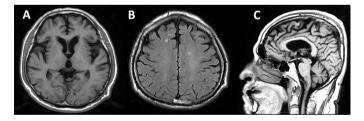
Resonancia magnética nuclear cerebral.
